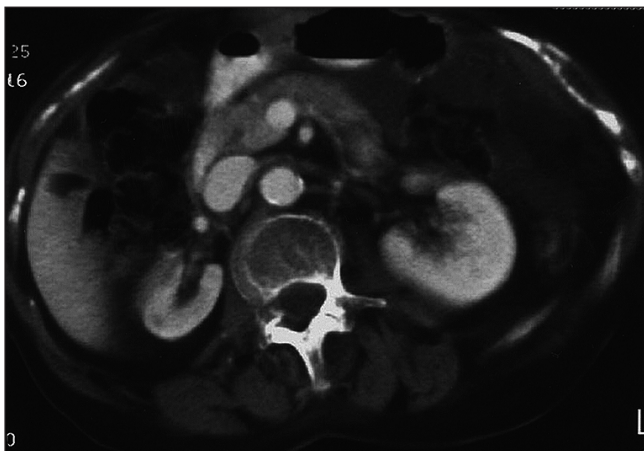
Case 2 CT scan after 4 months of treatment.
